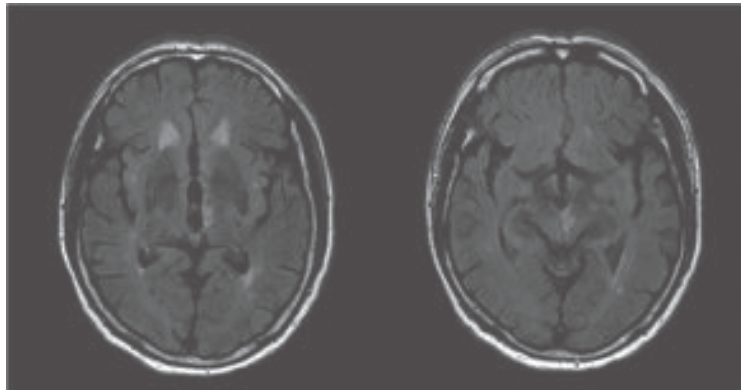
Brain MRI(X.4.25.)
